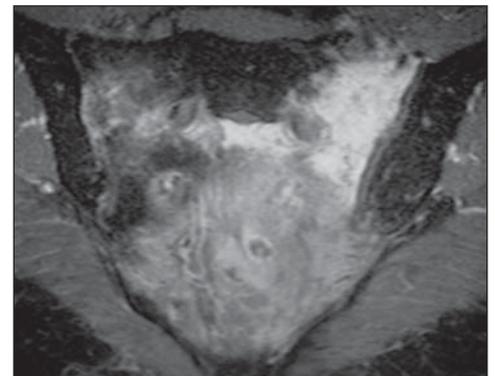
Ressonância magnética, corte coronal ponderado em T1 com saturação de gordura após administração de contraste intravenoso.
